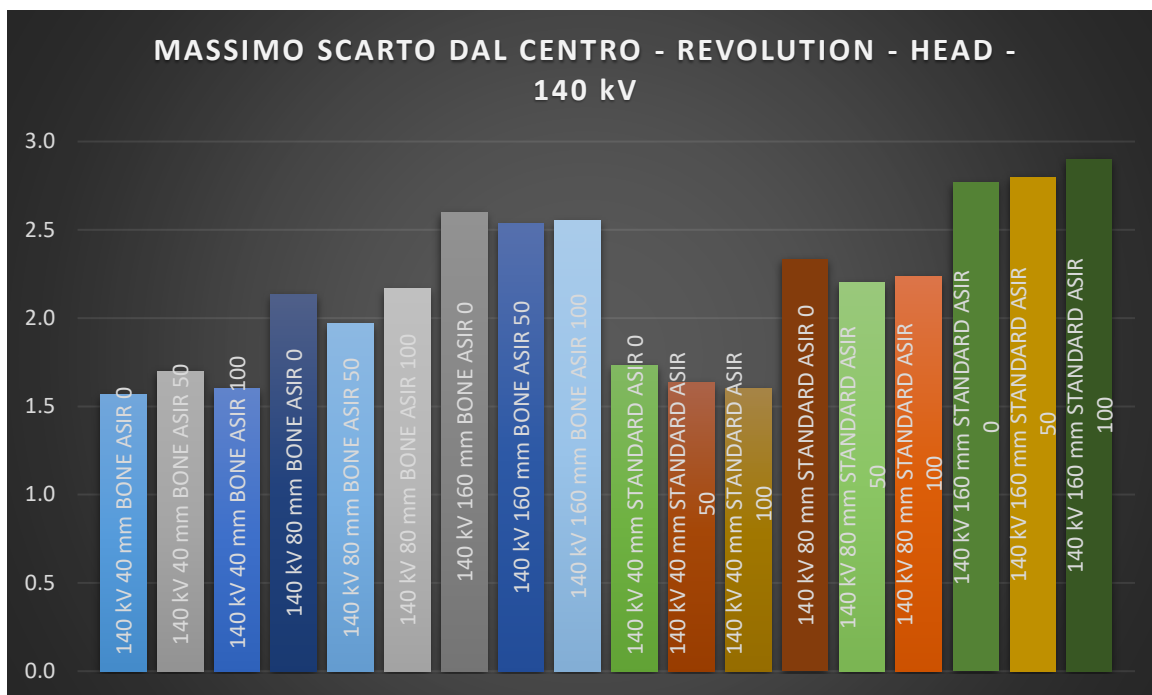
MASSIMO SCARTO AL VARIARE DI ASIR-V IN CT REVOLUTION, PER ENERGIA DI 140 kV, ACQUISIZIONE HEAD
